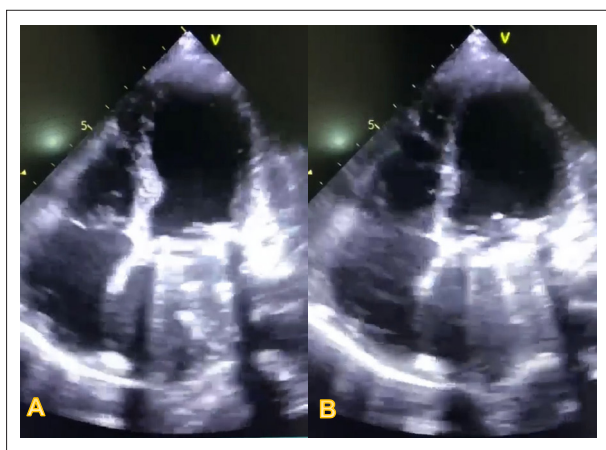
Ecocardiograma Transtorácico, demonstrando durante a sístole (A) e diástole (B), respectivamente, movimentação do segmento basal e acinesia dos segmentos médio e apical.
